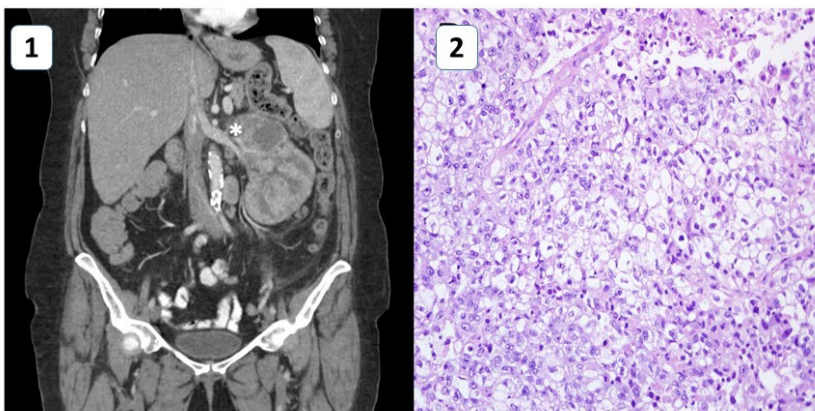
TAC que muestra gran masa renal
